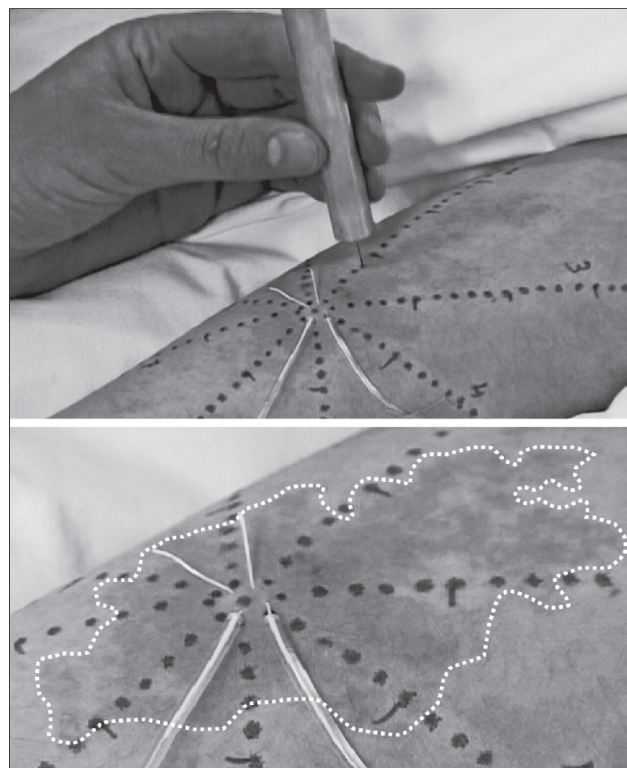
Schmerzmodell ausgelöst durch elektrische Stimulation: dünne intrakutane Elektroden (weiße Linien) werden für 5 mm bei einem Abstand von 3 mm eingelegt und elektrisch stimuliert (2 Hz, 0.5 ms). Diese Stimulation bewirkt eine zentrale Sensibilisierung für punktförmige mechanische Reize (pin prick hyperalgesia), deren Ausdehnung mittels kalibrierter Gewichte gemessen wird (oben). Gleichzeitig wird ein Axonreflexerythem erzeugt, das den Stimulationsort umgibt, und das mittels Laser-Doppler Verfahren quantifiziert werden kann (Vergrößerung im unteren Bild). Um den Kontrast zu erhöhen ist hier der Grün-Kanal eines Farbbildes dargestellt.
